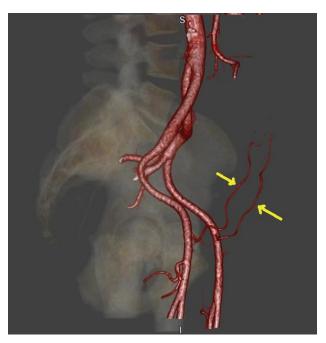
МСКТ, трехмерная реконструкция. Стрелками показаны правая и левая глубокие нижние эпигастральные артерии. І тип по Н.К. Мооп и G.I. Taylor
